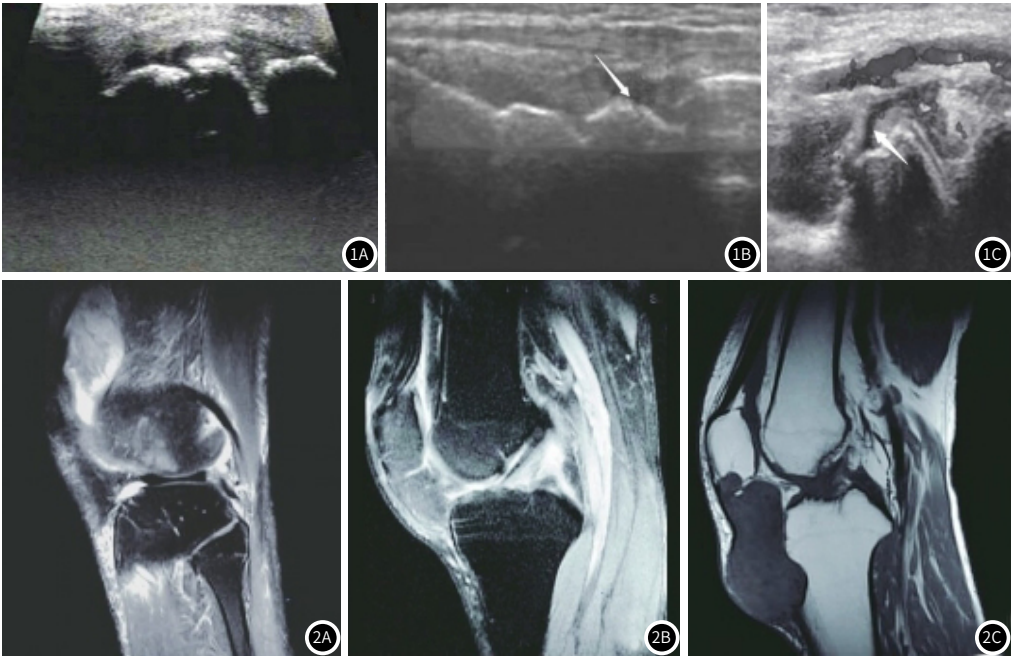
老年GA患者的MSUS典型表现。图1A：关节腔积液：关节腔内存在无回声区，未见血流信号；图1B：滑膜增生：关节腔内无回声或回声较弱，可见点线状血流信号；图1C：痛风石：关节腔内或关节周围存在中/高等、不均质回声，周围存在低回声环。图2 老年GA患者的MRI典型表现。图2A：关节腔积液：T₂WI序列扫描显示关节滑膜增厚，伴关节腔积液；图2B：滑膜增生：T₂WI扫描呈弥漫较高信号；图2C：痛风石：边界较清楚，T₁WI扫描呈等或低信号。
